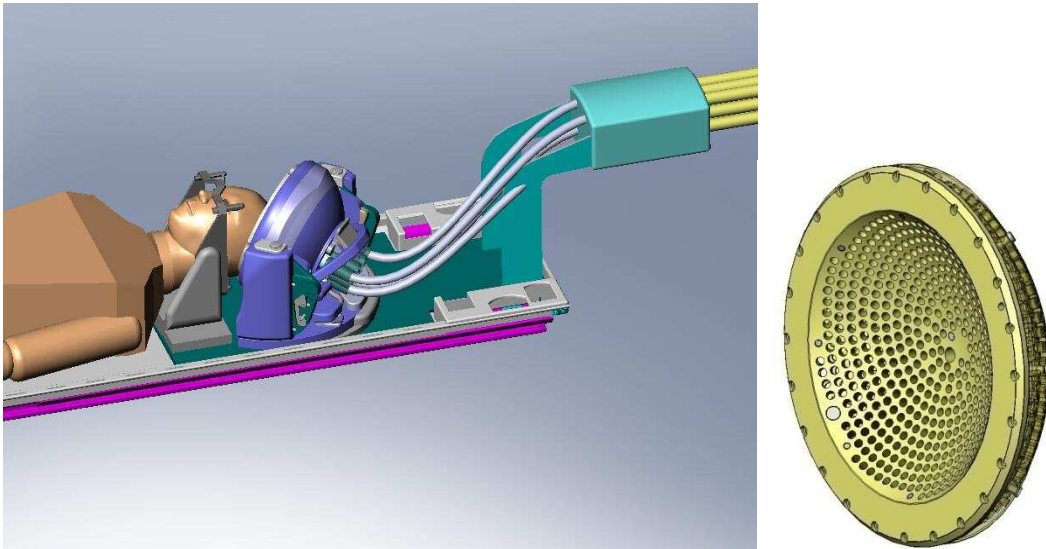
Prototype de sonde HIFU transcrânienne 512 voies compatible IRM développé par SuperSonic Imagine.
